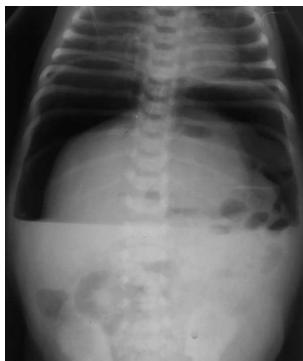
Рентгенограмма ребенка с перфорацией полого органа.
